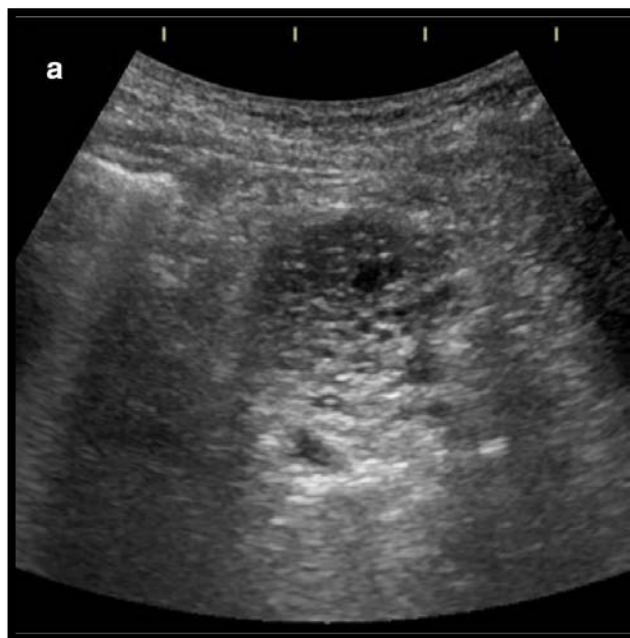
Image échographique d'un CS montrant une lésion d'allure microkystique au niveau de la queue du pancréas (74)
